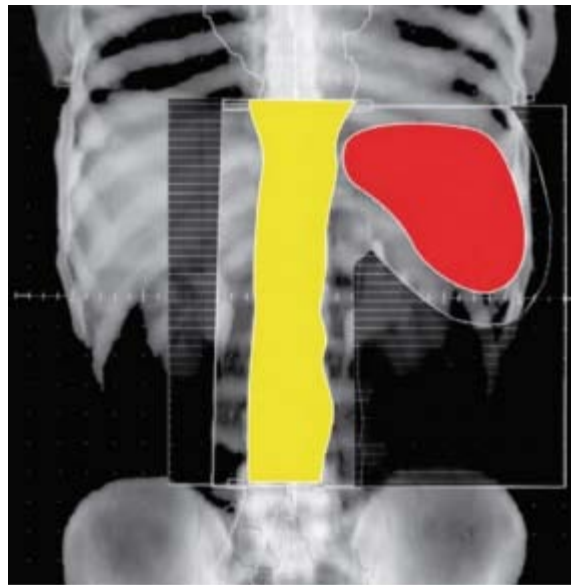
Radiographie reconstruite numériquement du champ de traitement para–aortique avec contours tomodensitométrique des ganglions lymphatiques para–aortiques et de la rate atteints. [178]
